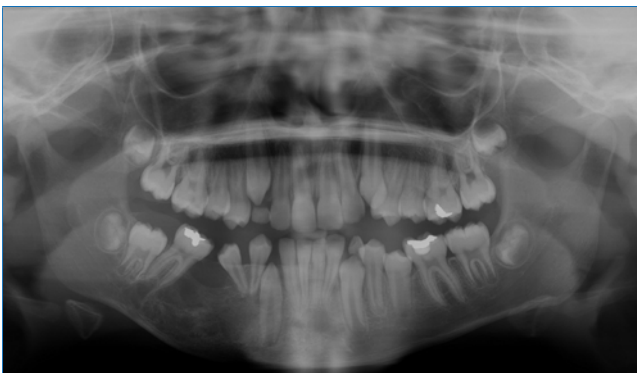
Radiografia panorâmica evidenciando trabeculado ósseo com aspectos de normalidade em quase toda a extensão da região da lesão após 20 meses do início do tratamento.
